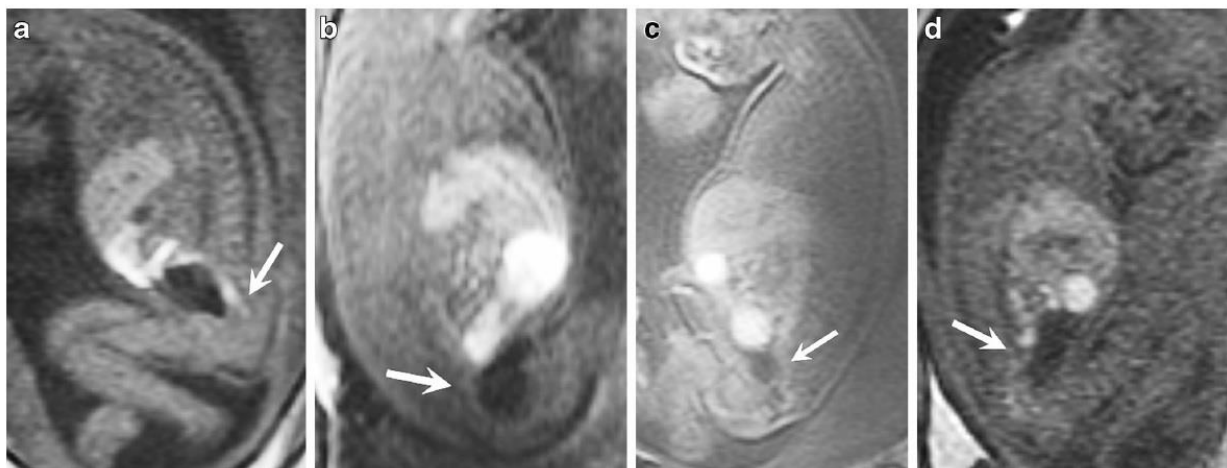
Appearance of the fetal rectum on sagittal T1-W MRI in cases of distal atresia and CF demonstrates absence of the expected column of fetal rectal meconium in four cases. a A narrow strand of meconium (*arrow*) terminates too high in a 25-week male fetus with jejunal and anal atresia (case 7). b There is a space posterior to the urinary bladder where a T1-bright meconium column should be seen (*arrow*) in case 9, a
